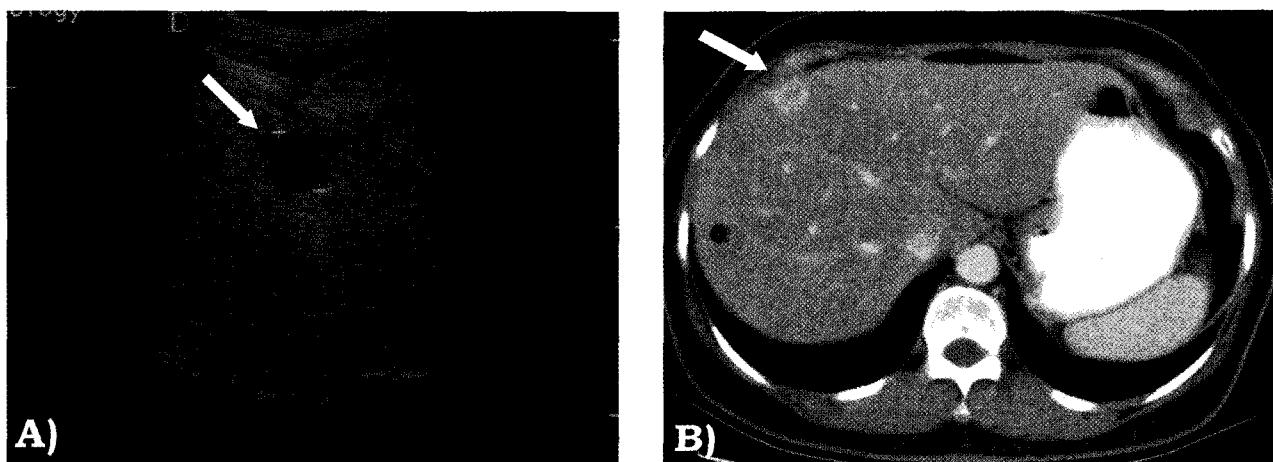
(A) Abdominal ultrasonographic image shows a small round hypoechoic mass in dome of liver of patient 2 with breast cancer recurrence. (B) Portal phase of CT image shows about 2 cm sized peripheral rim-like enhancing nodule in S4 of liver.
